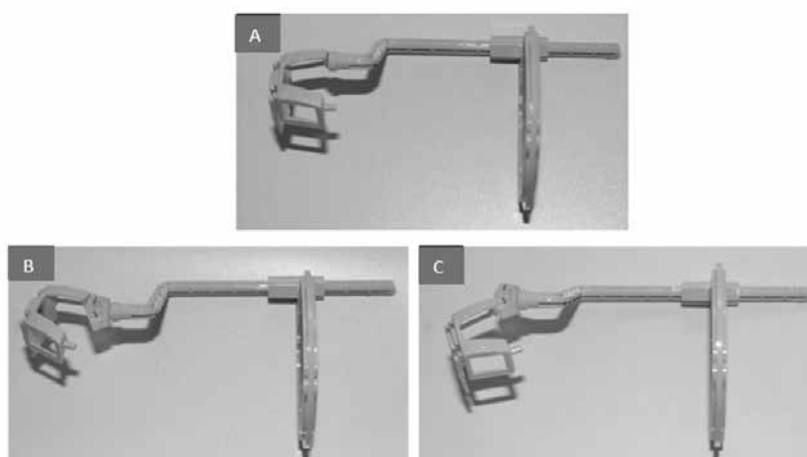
EndoRay assembly with the PLK jig (petty patent No. 1703001943). A) EndoRay assembly for taking radiographs using the central view in the mandibular teeth. B) To shift a right mandibular tooth image 20° mesially, the 2/4 20° M shift jig was inserted in the body of the EndoRay II before connecting the arm to the 2/4 20° M shift jig. C) To shift a right mandibular tooth image 20° distally, the 2/4 20° D shift jig was inserted in the body of the EndoRay II before connecting the arm with the 2/4 20° D shift jig.
